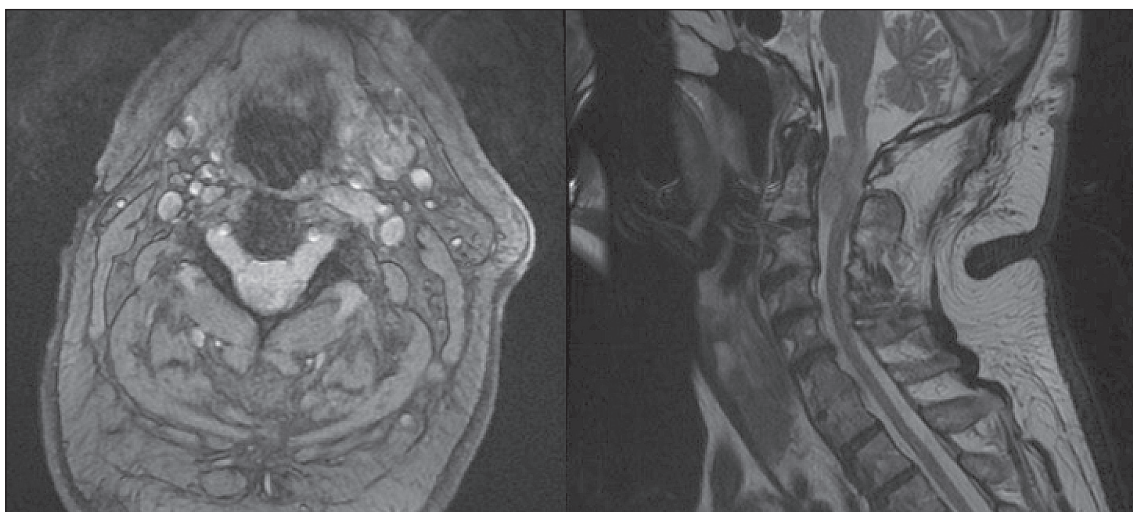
МРТ, на дооперационных снимках на уровне СII–III определяются опухоли солидного типа, расположенные экстрамедуллярно экстра-интрадурально с компримированием спинного мозга, распространяющиеся через расширенные межпозвонковые отверстия CI–CII и CII–CIII с обеих сторон за пределы костного канала по типу песочных часов
